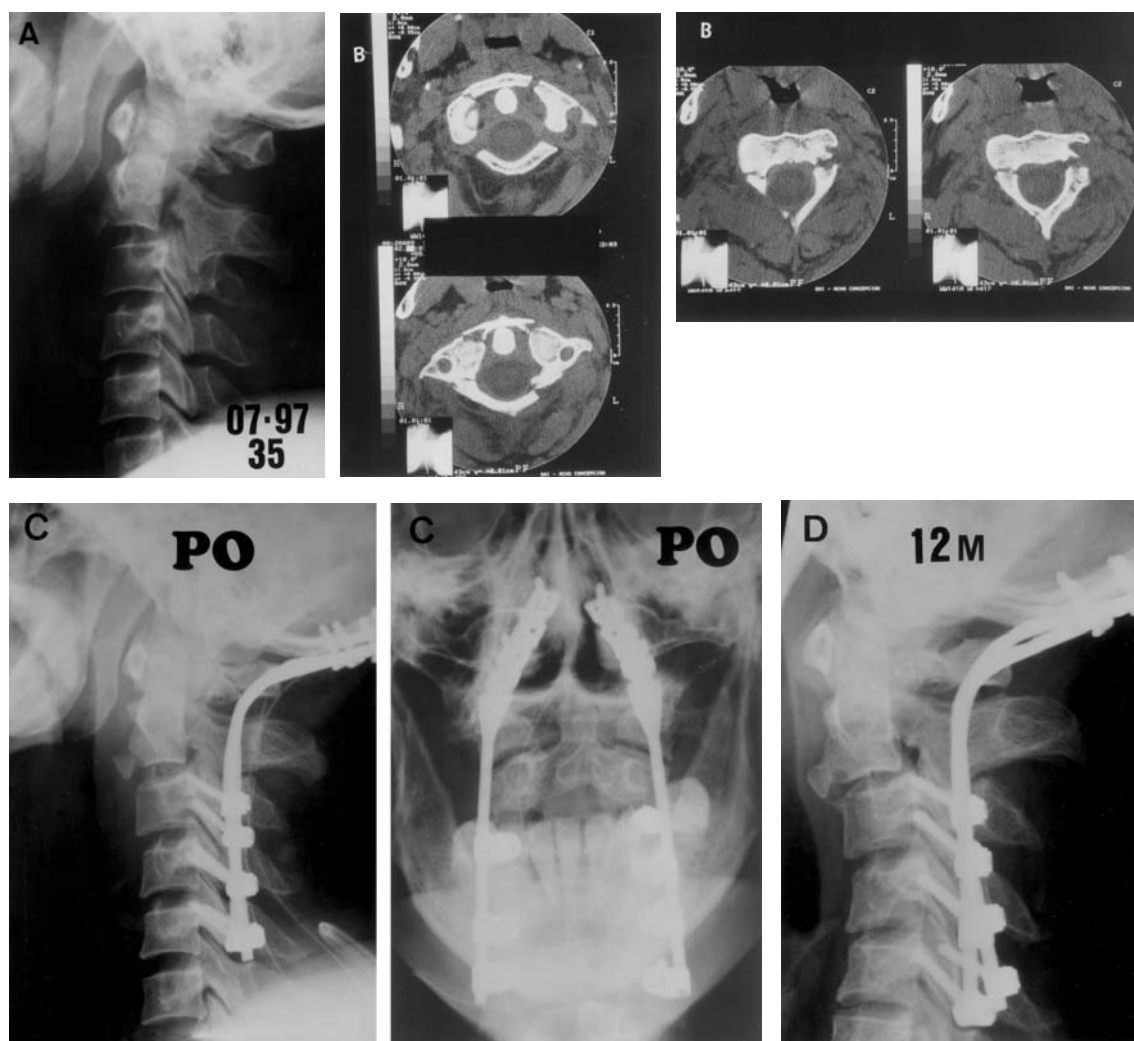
A) Fracturas combinadas tipo Jefferson de C1 y tipo Hangman de C2. B) TAC preoperatoria. C) Estabilización con Cervifix. Control postoperatorio. D) Control a los 12 meses.
